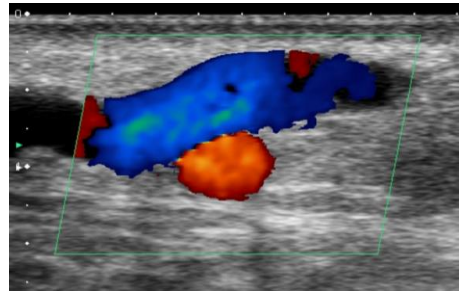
Flebitis superficial. Ecografía modo Doppler color, mismo plano que figura 38. Presencia de color que indica flujo que confirma la permeabilidad venosa. Nótese cómo este modo impide la adecuada visualización de la pared vascular, cuya valoración debe realizarse en modo B.
